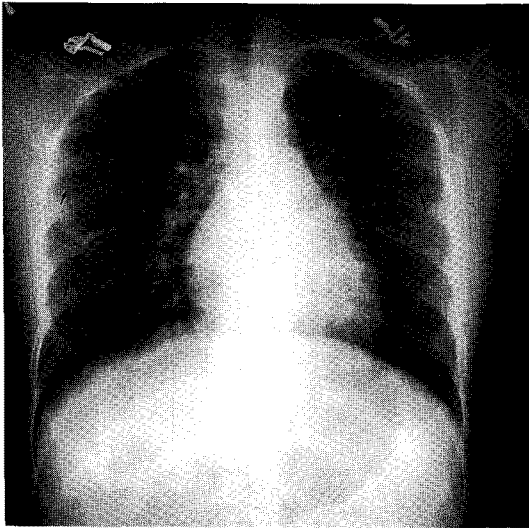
Chest radiograph shows bibasilar reticulonodular opacities(arrow) and normal lung volumes.
